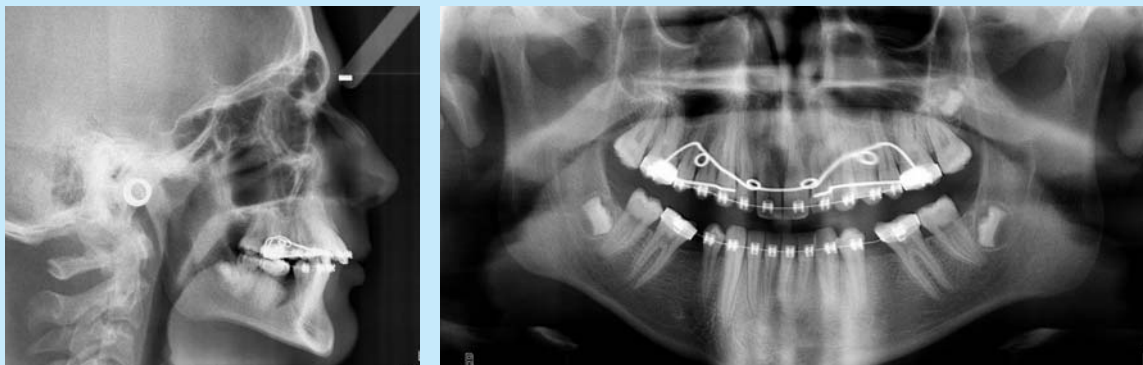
Ortopantografia e teleradiografia iniziali*
